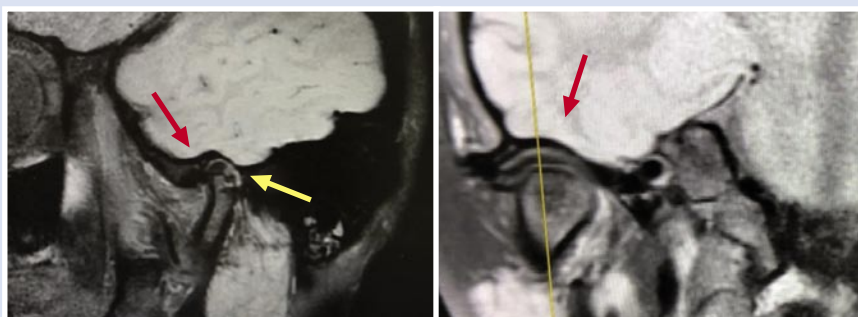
Магнитно-резонансная томография ВНЧС через 6 месяцев после артропластики (боковой и прямой вид): суставной диск (красная стрелка), зона фиксации (желтая стрелка).
